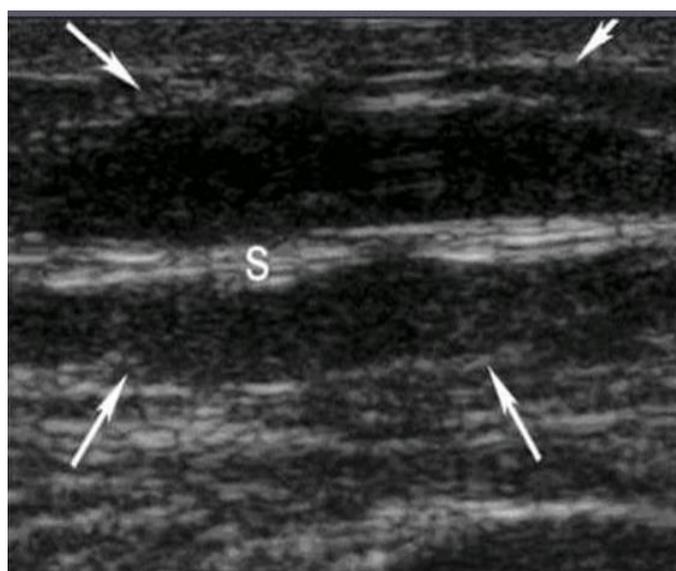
УЗИ Инфильтрат область протеза
